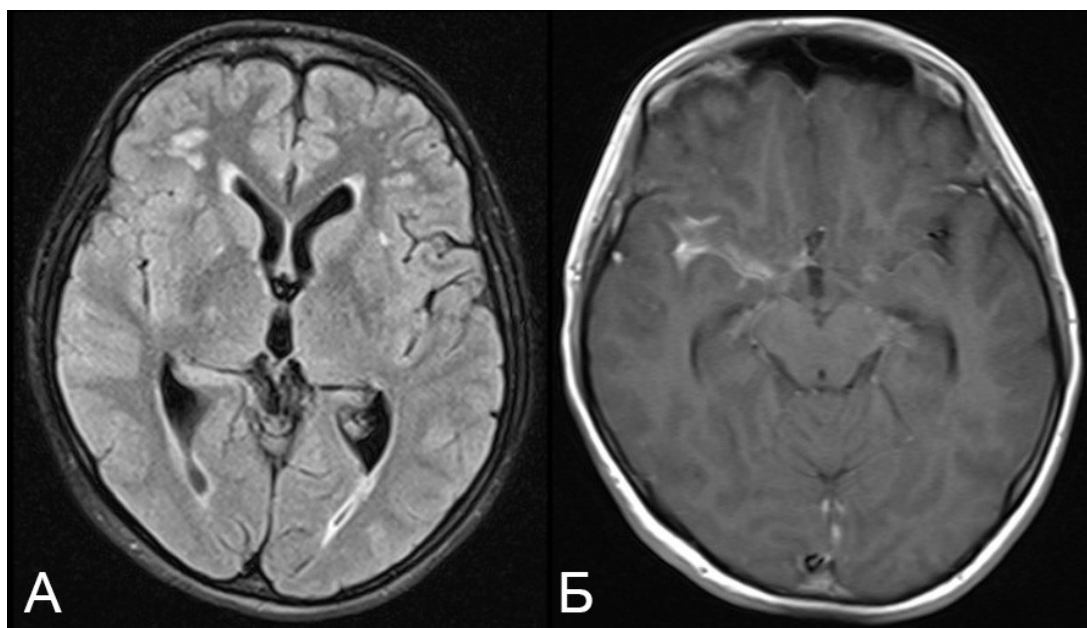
МРТ пациентки Ю. 26 лет с туберкулезным васкулитом. Все изображения в аксиальной проекции. А – T2 FLAIR, в белом веществе лобных долей с двух сторон участки глиоза (больше справа), В – постконтрастные Т1ВИ, периваскулярно правой СМА определяется накопление контрастного вещества
